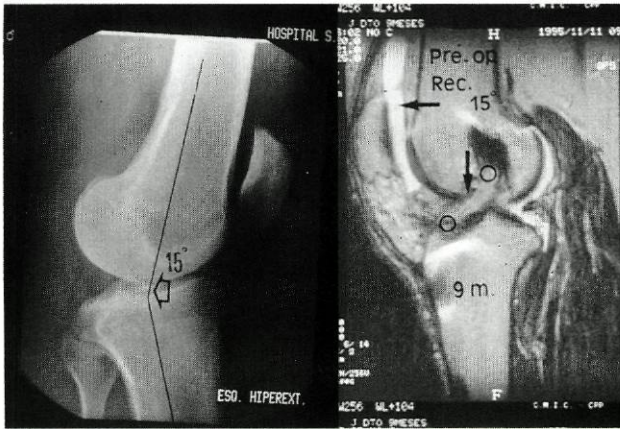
Joelho recurvatum demonstrado em RX de perfil. Na RM, T2, vê-se ciclope e neo-LCA com hiper-sinal.
